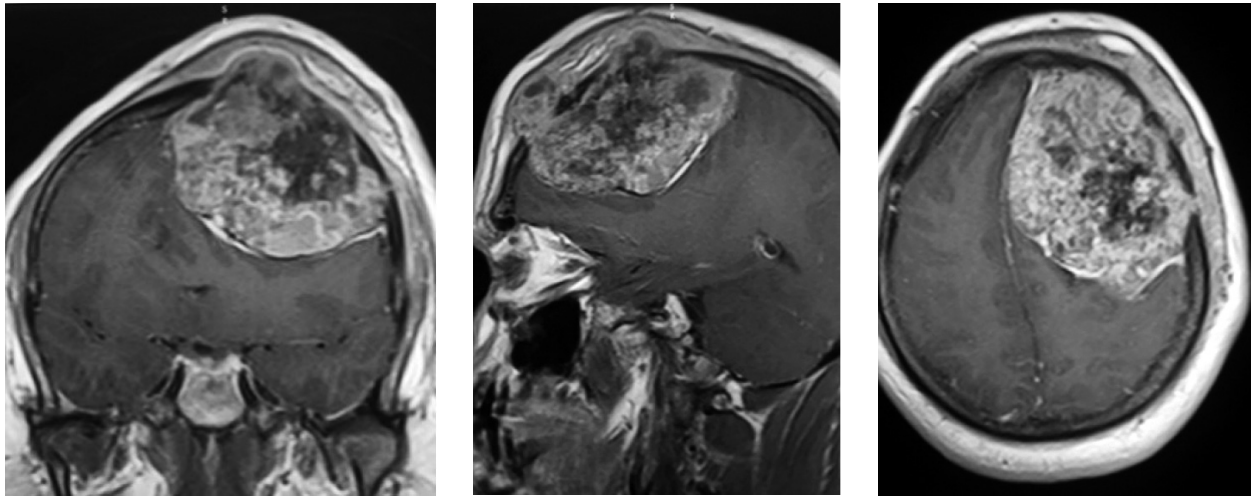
IRM de cráneo, de izquierda a derecha, cortes coronal, sagital y axial. Se aprecia una gran tumefacción intracraneal con compresión del lóbulo frontal izquierdo y desviación de la línea media.
